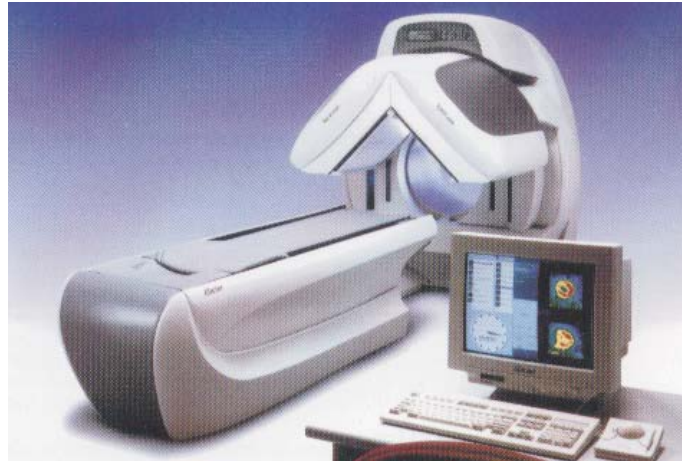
Vue de l'appareil de scintigraphie du cœur. Il est capable d'effectuer une rotation complète autour du patient. (source : <http://www.e-cardiologie.com>).
